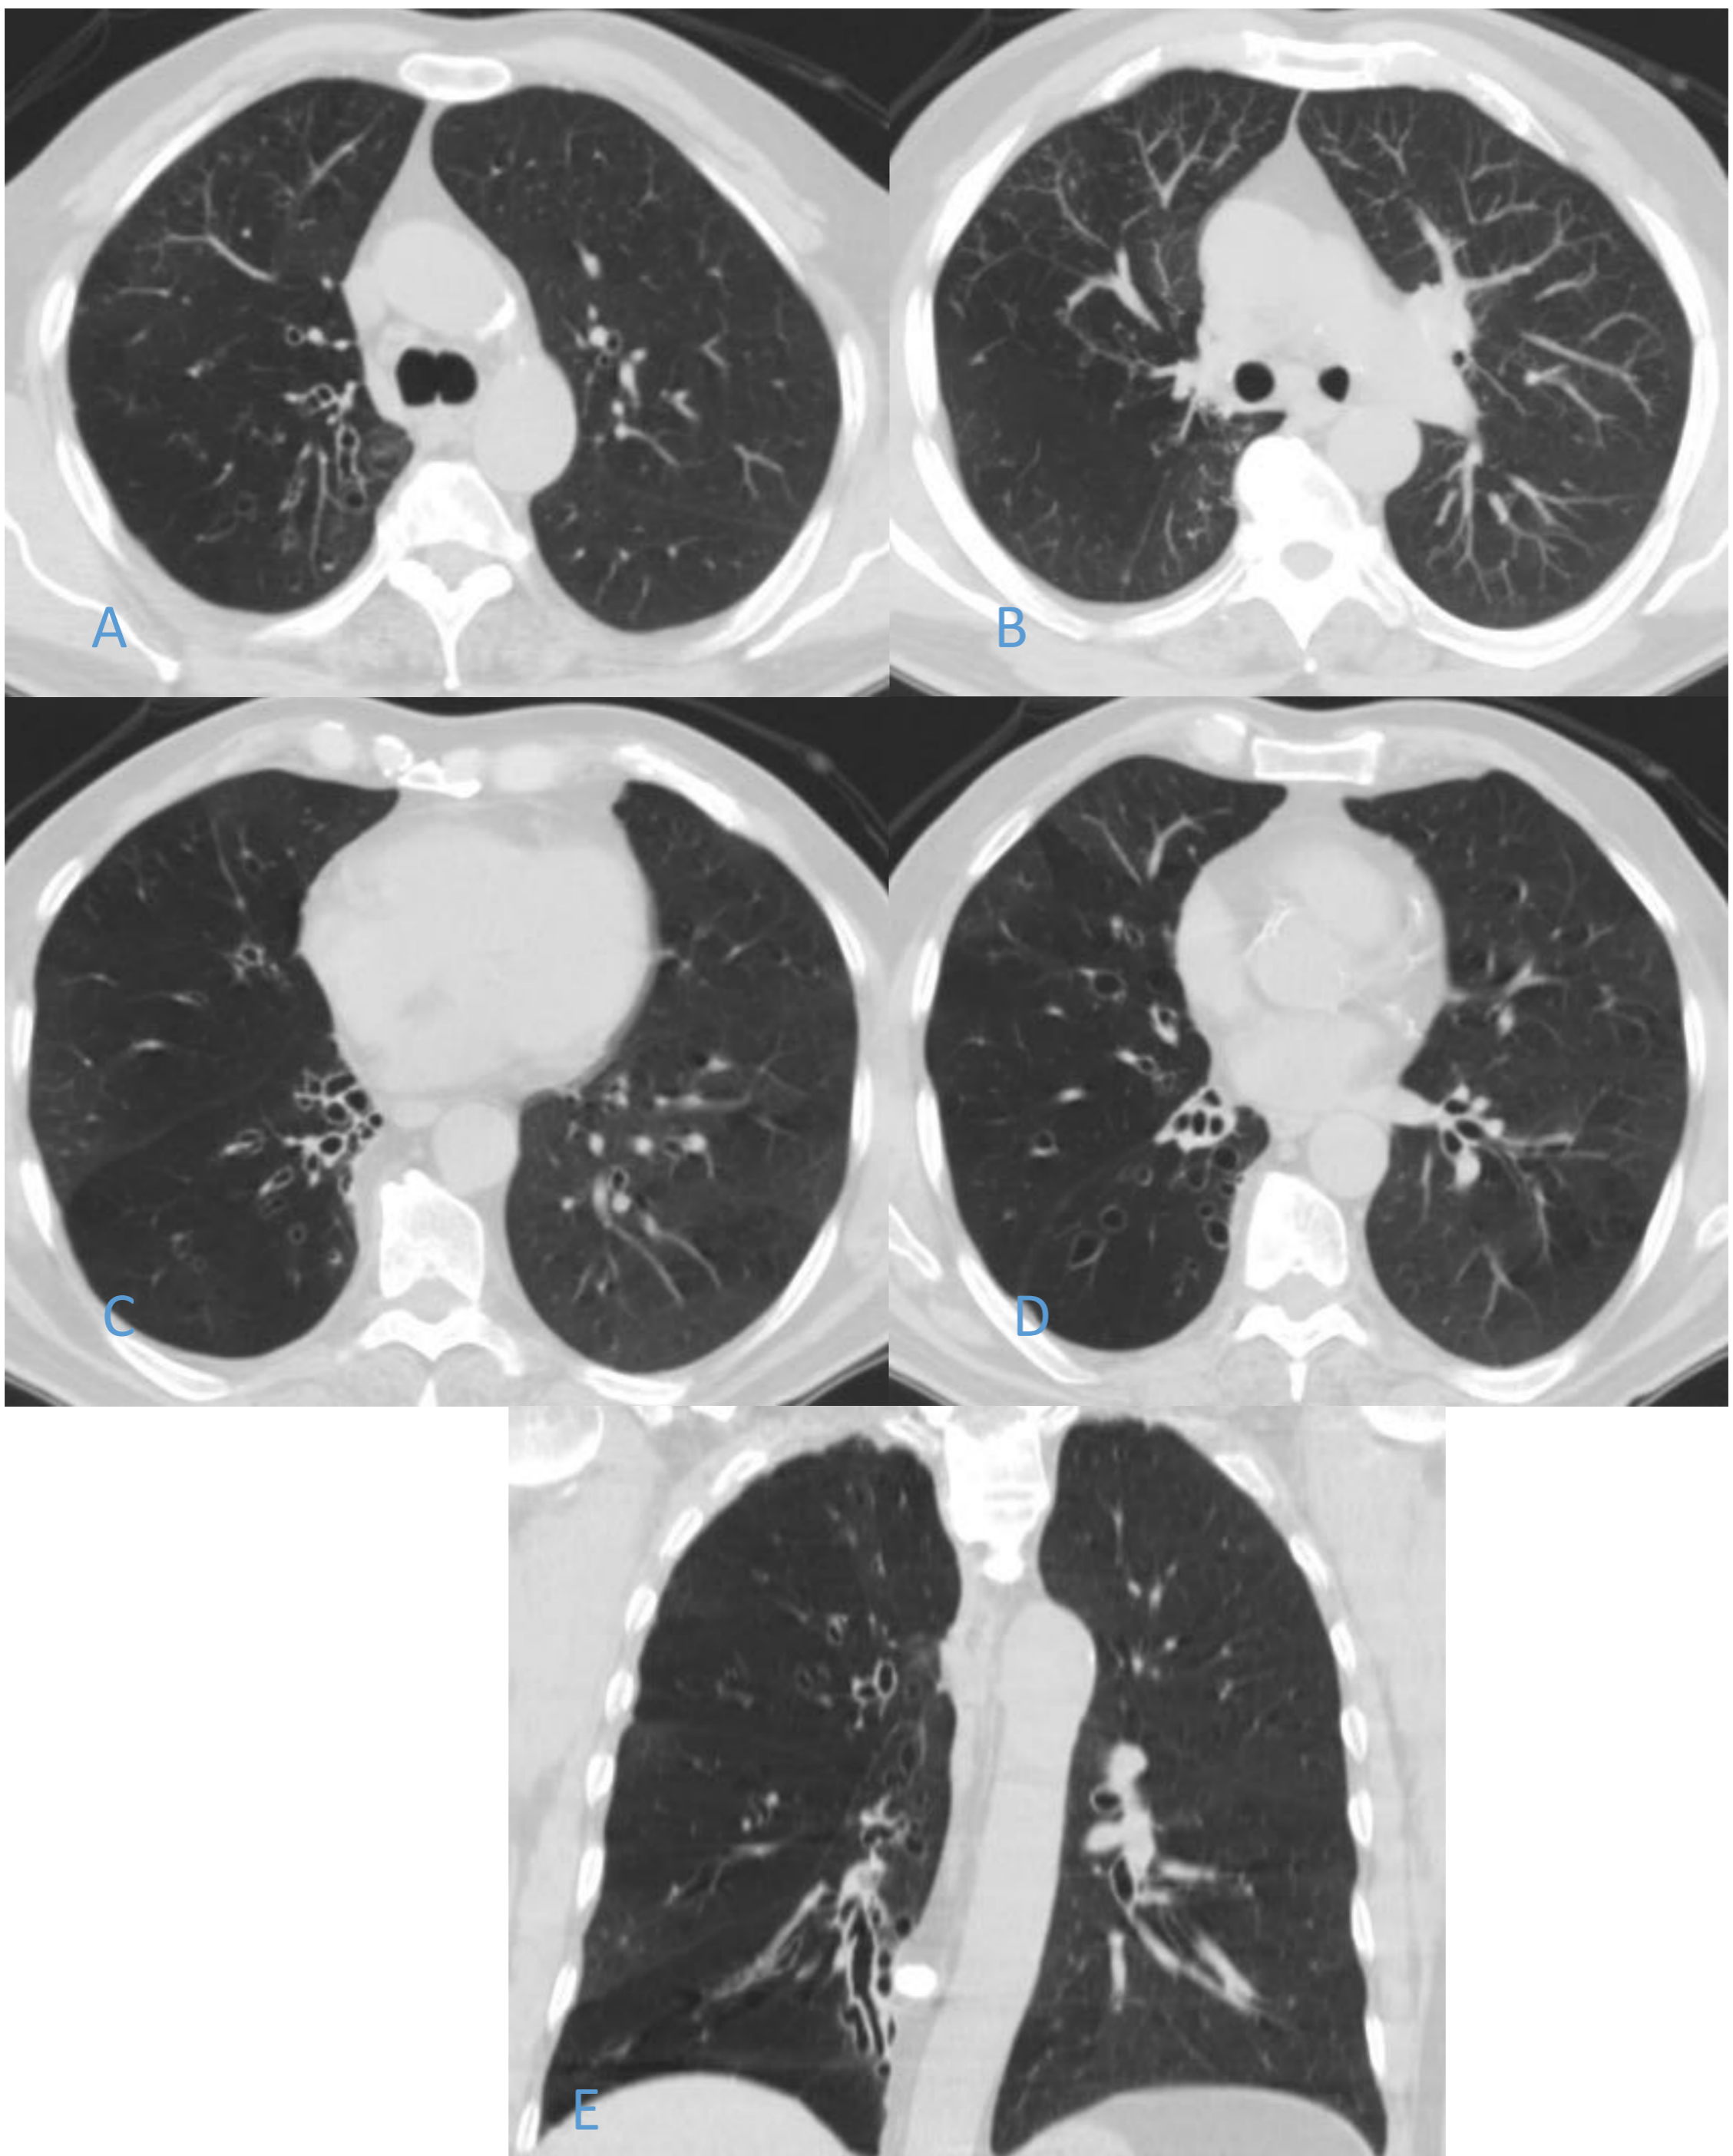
SSJ. TC de tórax, cortes axiales (A-D) y coronal (E). A. Corte axial donde se evidencia hipodensidad pulmonar junto con bronquiectasias en el pulmón derecho. B. Imagen MIP, disminución de la vasculatura derecha comparando con el lado contralateral. C-E. Imágenes MinIP donde se hace evidente el componente de atrapamiento aéreo.
